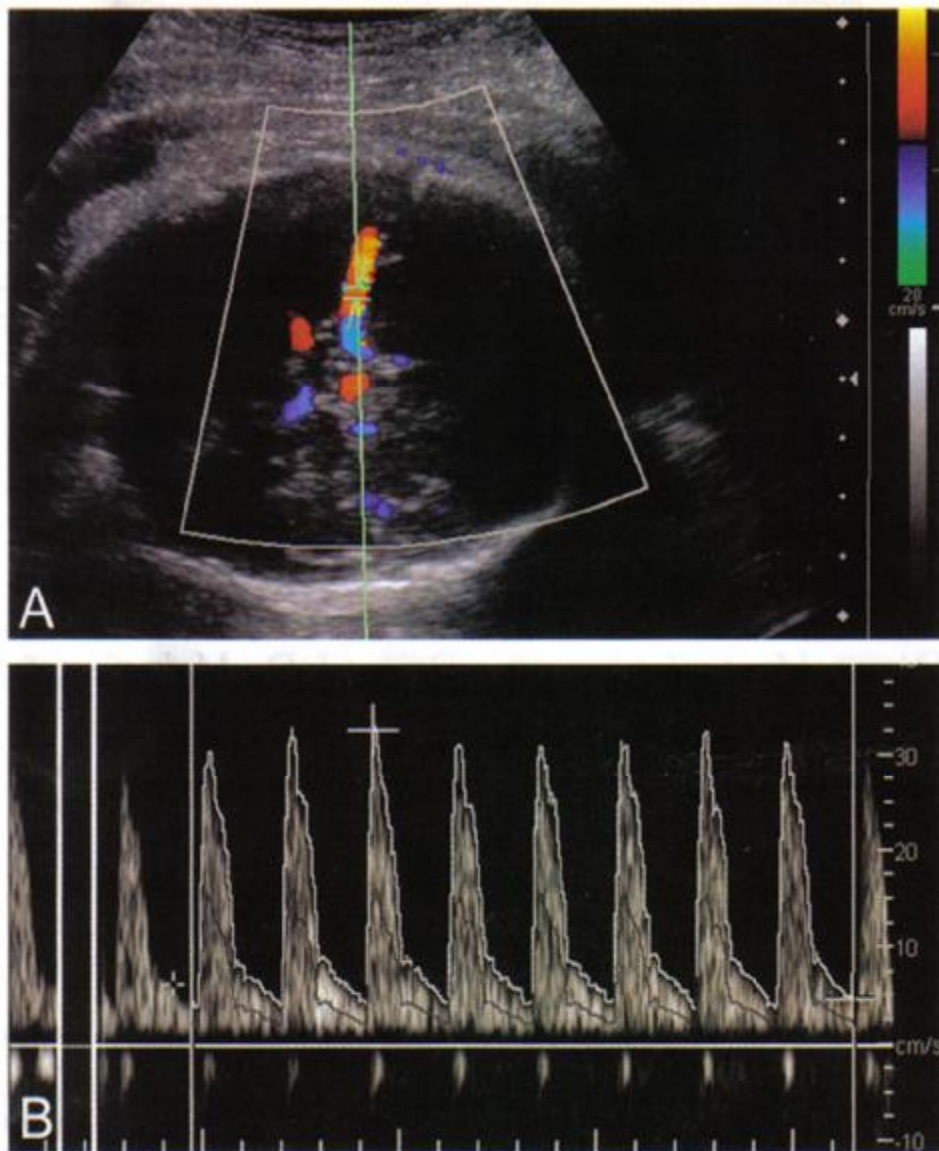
Doppler couleur cartographie du polygone de Willis(56)
